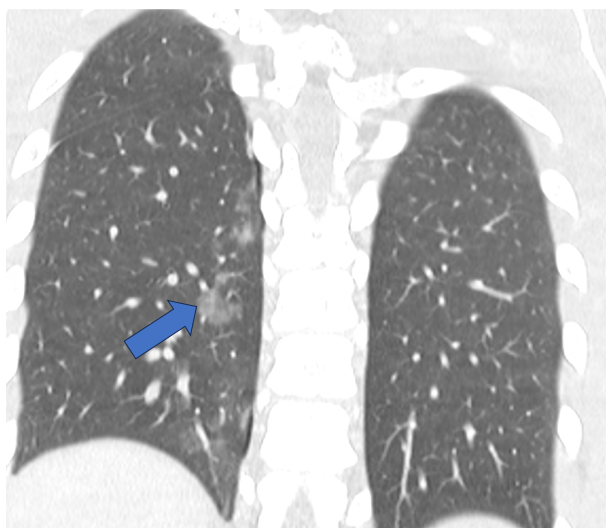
TC corte coronal. Mismo paciente que figura 1. Contusiones pulmonares (flecha).
